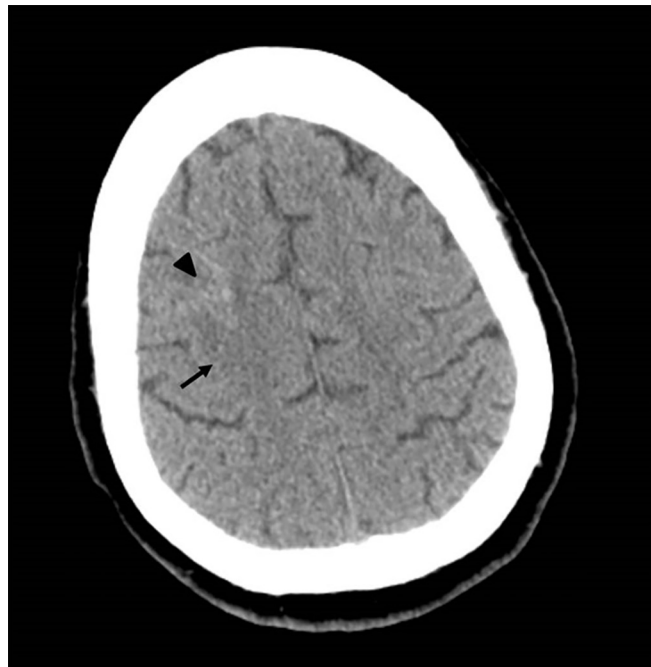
Área hipodensa na região cortical-subcortical direita (seta) com leve hiperdensidade (ponta de seta) - área isquêmica com componente hemorrágico intracerebral observado em tomografia computadorizada do cérebro.
